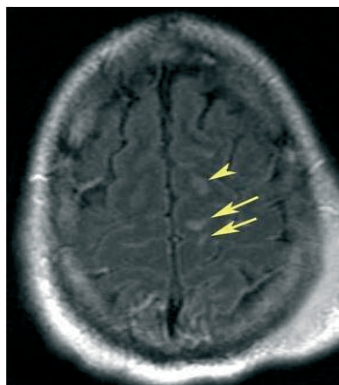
МРТ головного мозга у пациента с закрытой ЧМТ. Стрелками указаны участки интенсивного МР-сигнала на границе серого и белого вещества (диффузное аксональное повреждение).
